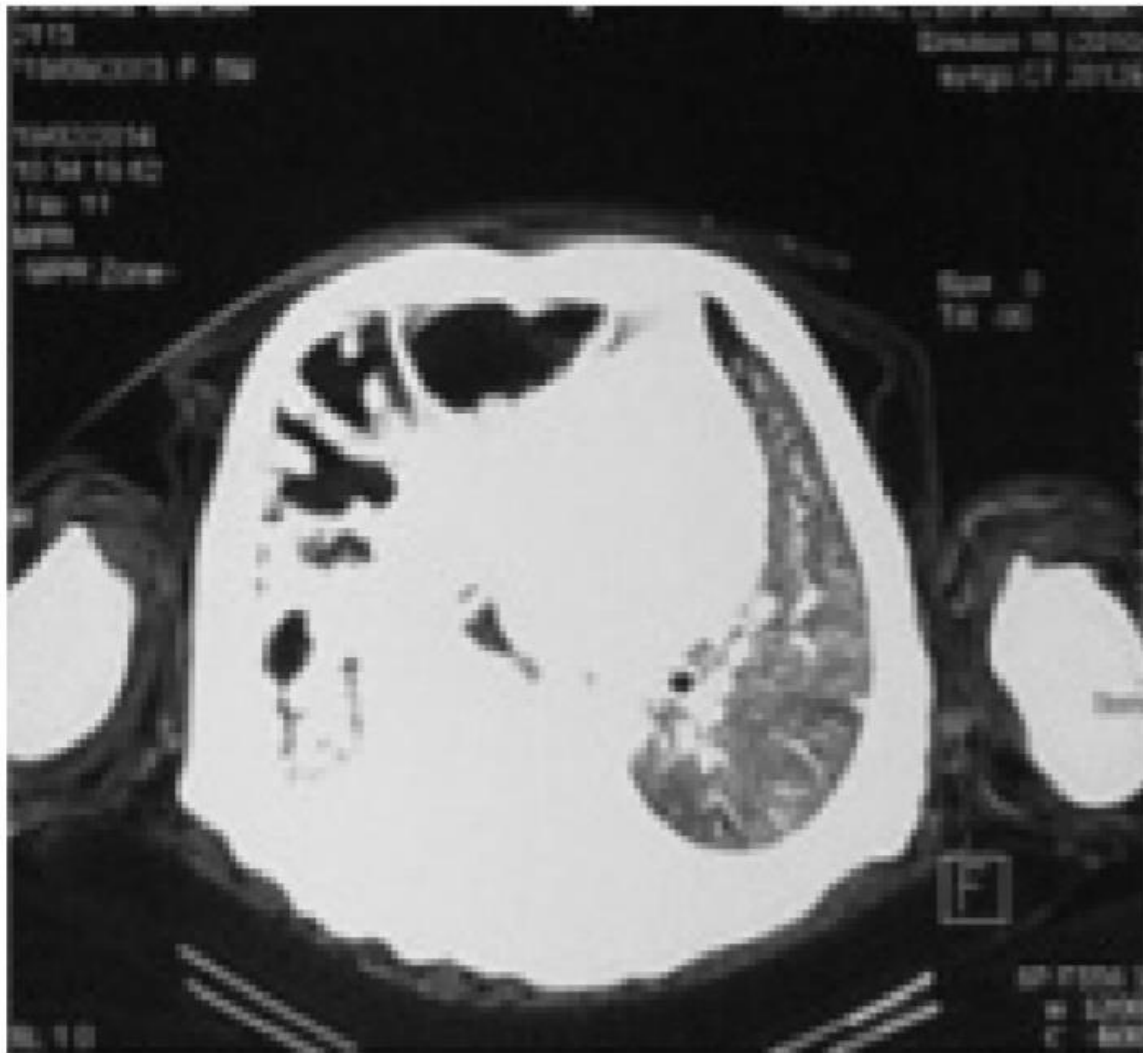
TDM montrant une hernie diaphragmatique avec ascension d'organes abdominaux en intra-thoracique [62]
